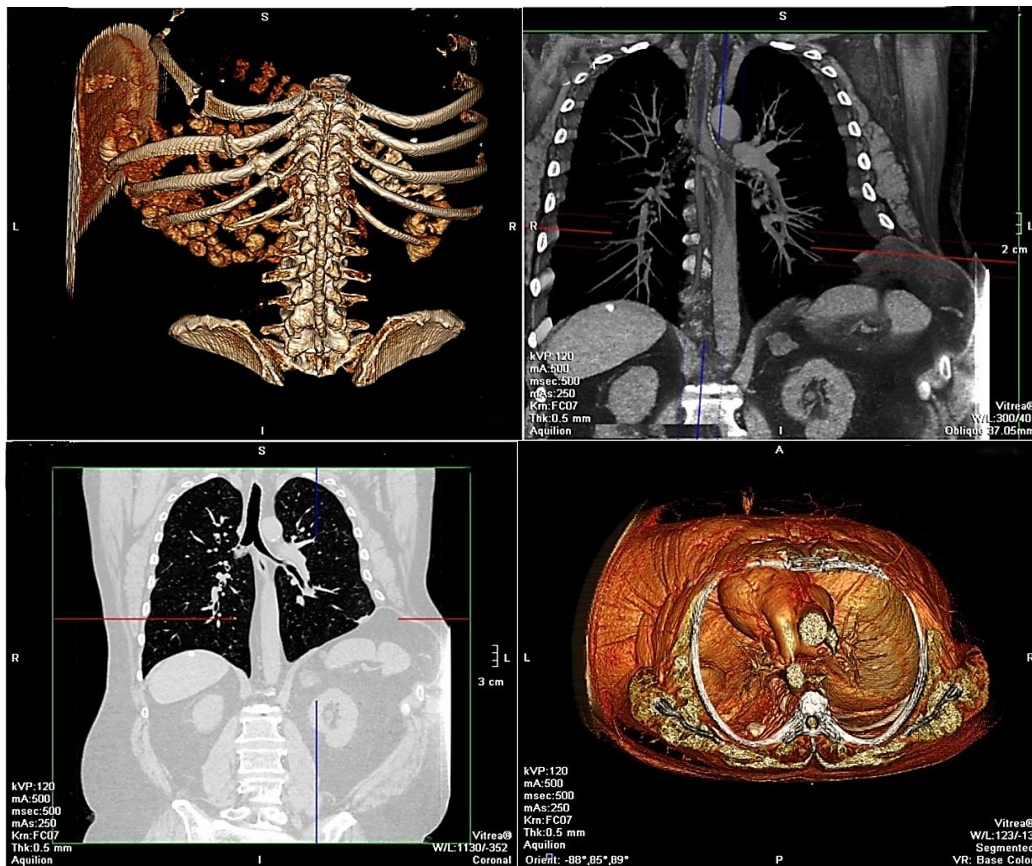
Больной П., 56 лет, с посттравматической диафрагмально-межреберной грыжей (КТ-реконструкция)
